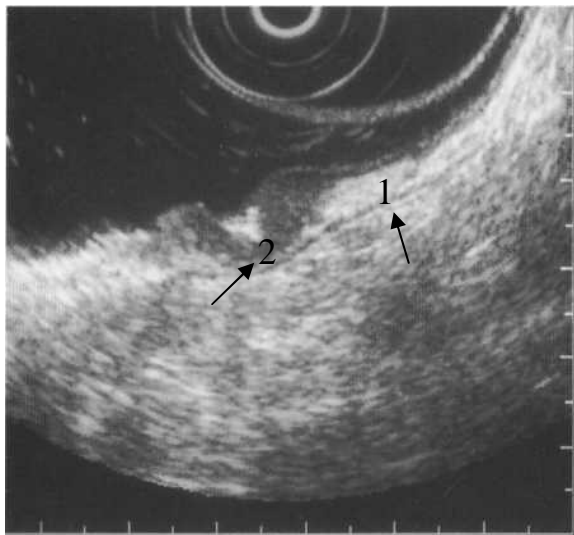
Язвенный дефект стенки желудка на ЭУЗИ: 1) стенка желудка; 2) дно язвы, покрытое налётом фибрина
